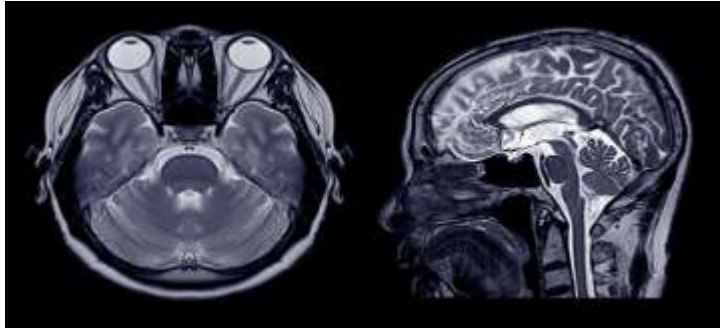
Imagerie par Résonance Magnétique (IRM) et ses Applications Neurologiques [29].
